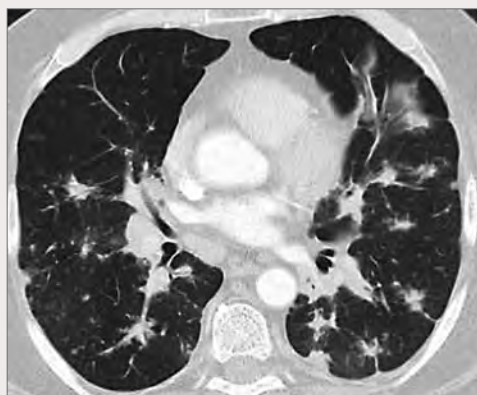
МСКТ легких больного Б. при поступлении в клинику
